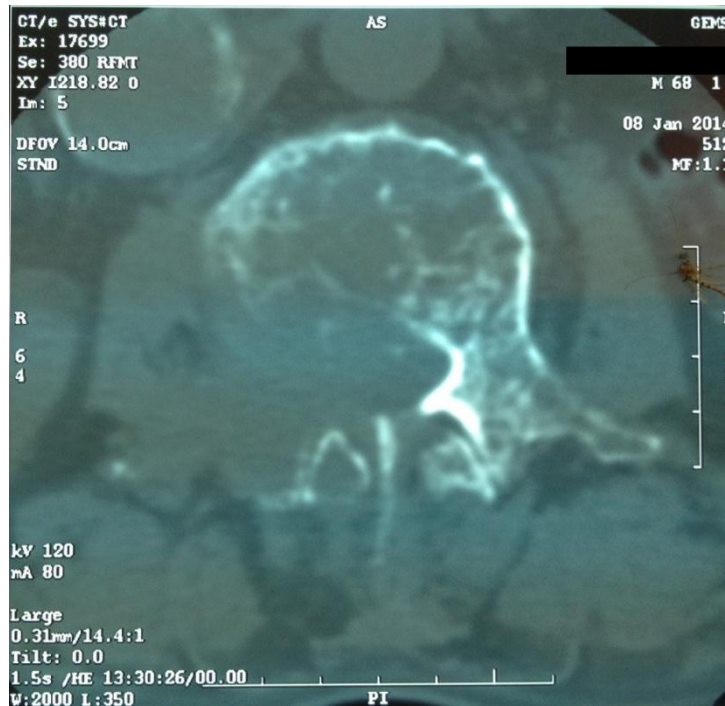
TDM lombaire montrant ostéolyse de l'os spongieux du L3 et destruction partielle de l'hémi-vertèbre droite avec extension tumorale en intra-canalaire
